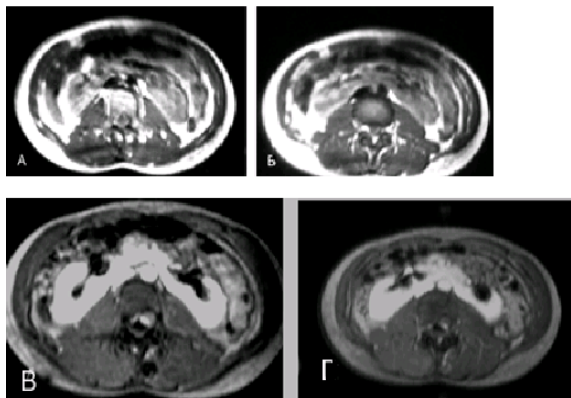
МР-томограммы с применением ПКС при подковообразной почке
